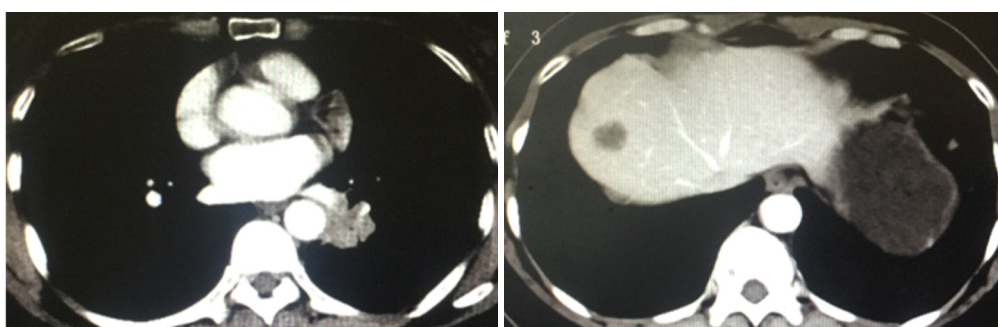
胸腹部CT示左肺下叶后基底段占位(2.0 cm×2.6 cm), 考虑中央性肺癌, 肝S8段转移瘤
